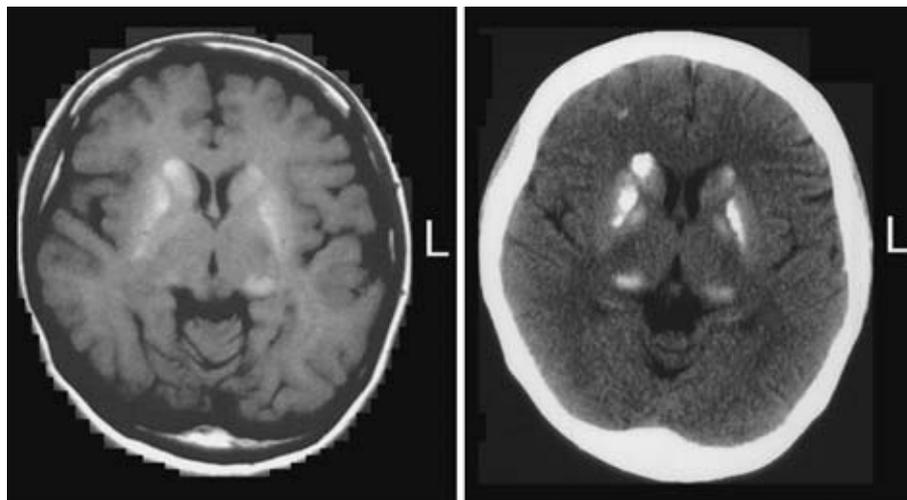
頭部MRI T1強調画像(左), 頭部CT画像(右)
